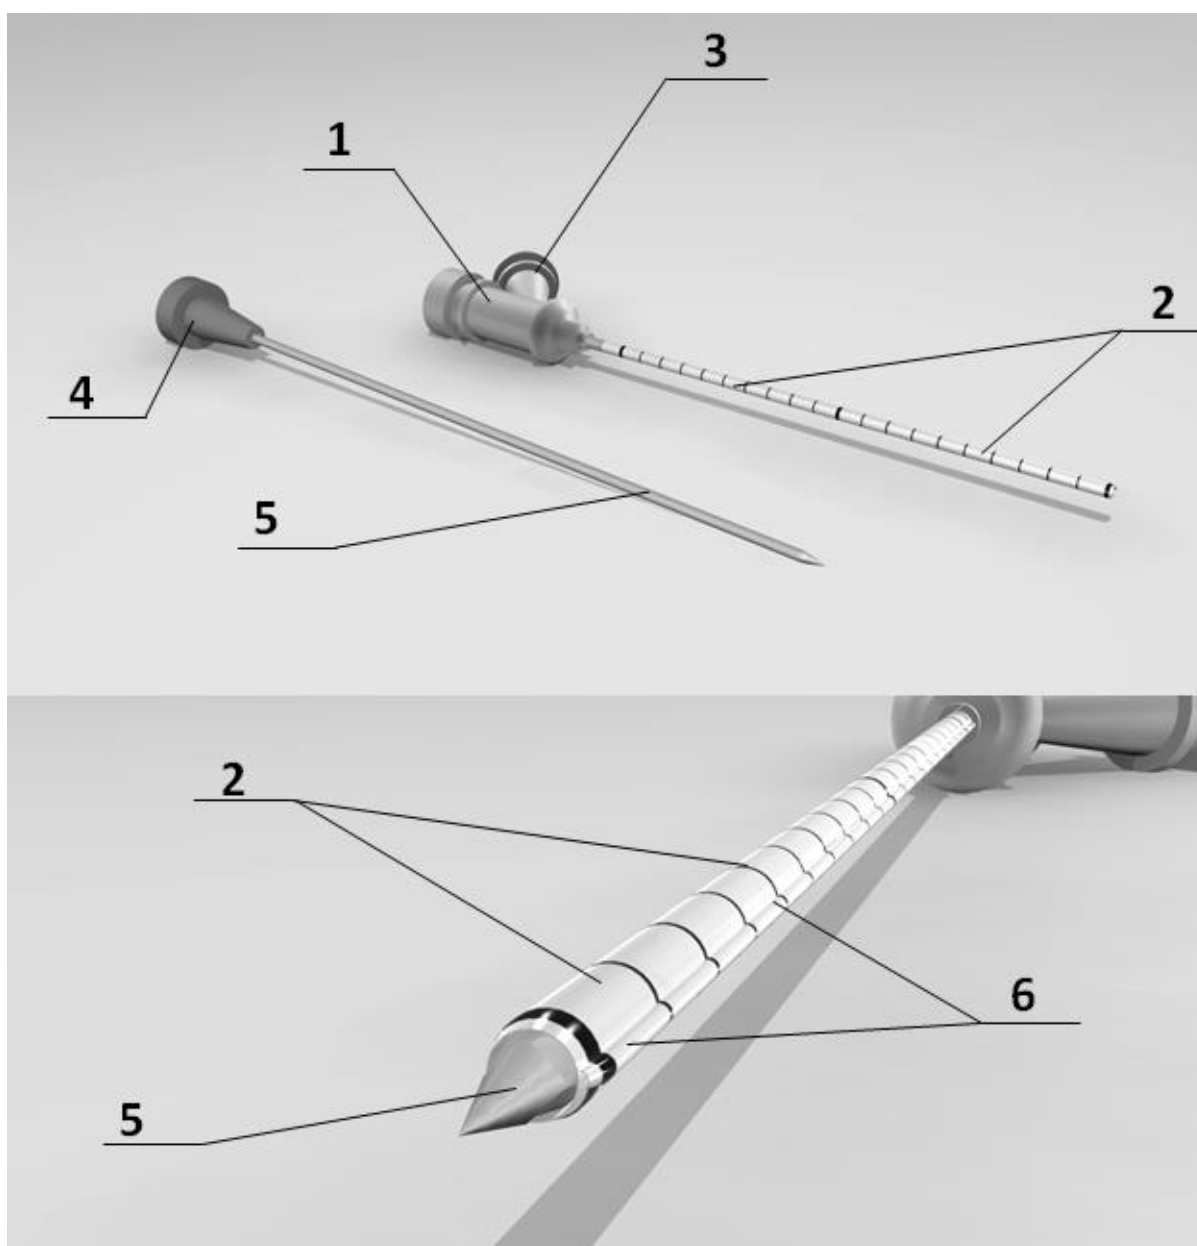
Коаксиальная система для трансторакальной трепанобиопсии под КТ контролем.
